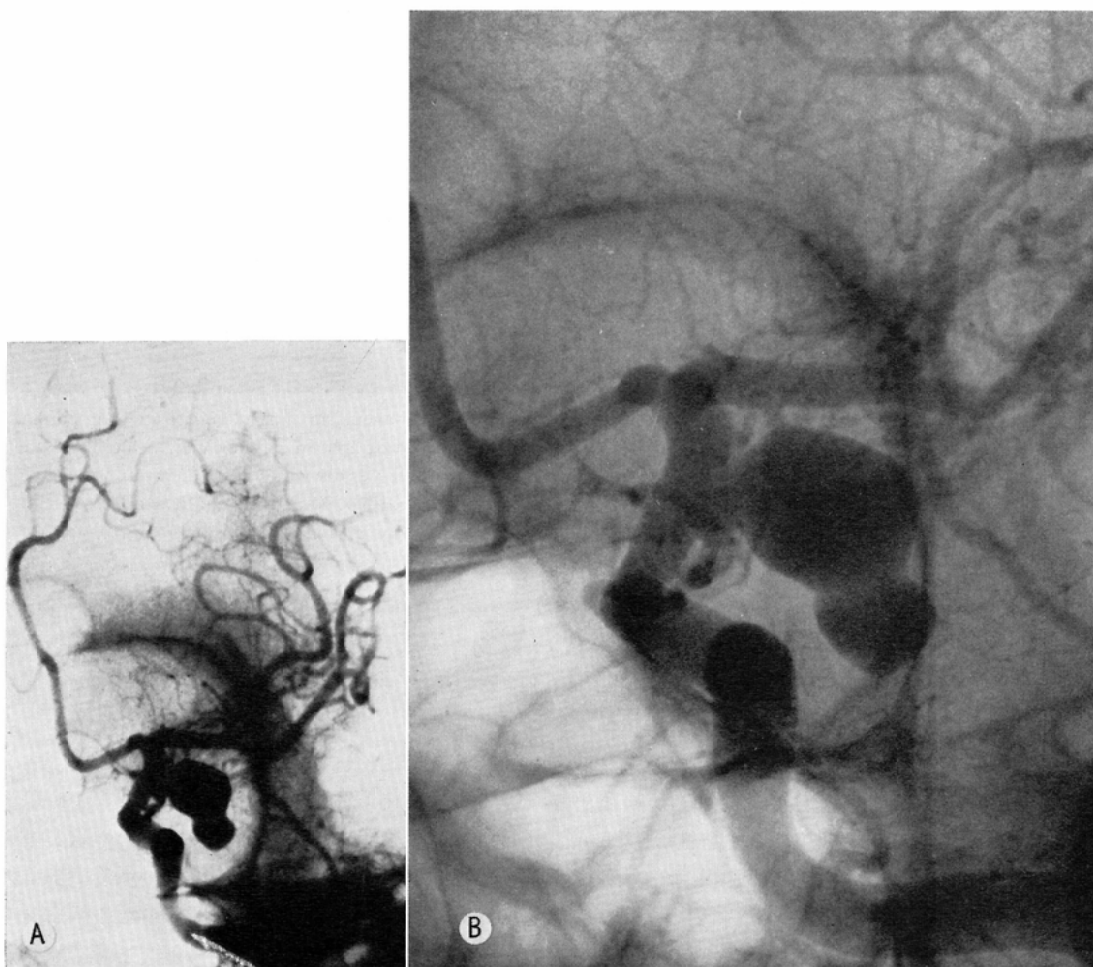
A 56 year-old woman. Left Internal Carotid-Posterior Communicating aneurysm was shown. A; normal radiograph, in oblique view. B; direct four times magnification radiograph, in oblique view. Magnification radiographs disclosed more clearly the borders of aneurysm and daughter aneurysm, the stalk portion, and peripheral small arteries than the normal radiographs. Small blood vessels overlapping on the aneurysm were visible in magnification radiographs, but not in normal.
